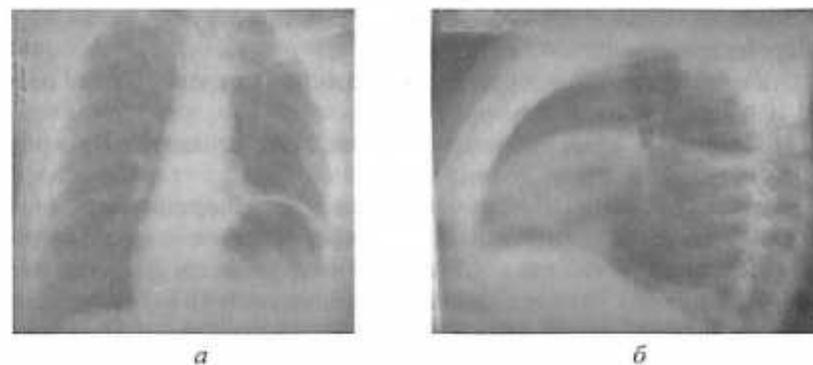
Рентгенограмма грудной клетки. Смещение желудка на обзорных рентгенограммах, можно видеть газовый пузырь с уровнем жидкости в левой плевральной полости.
